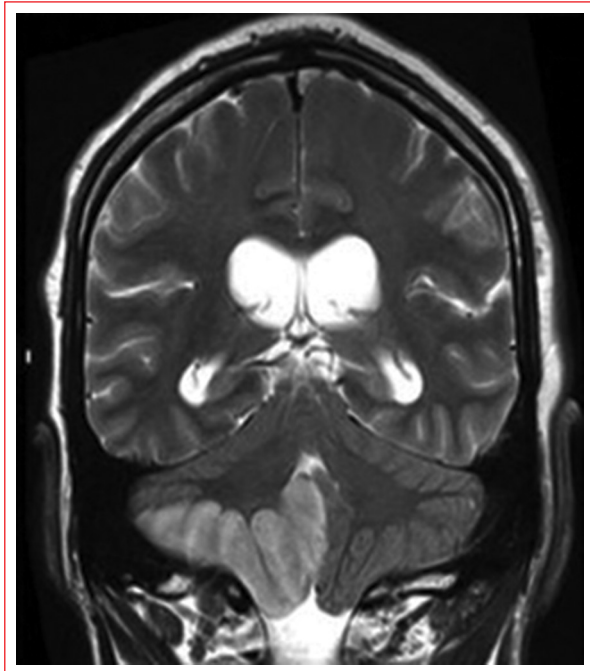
Secuencia de Resonancia Magnética T2 muestra infarto cerebeloso derecho con edema y efecto de masa (adaptada de Nouh, et al., 2014⁶).
